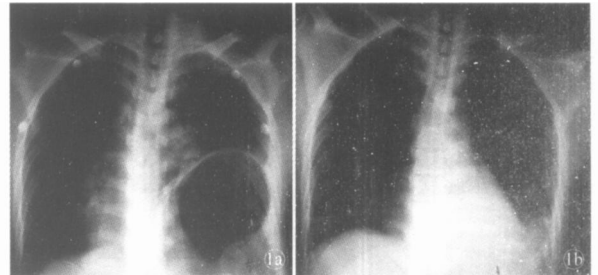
男, 36岁, 车祸致外伤性膈疝 1a 术前胸部 X线片; 1b 术后胸部 X线片
